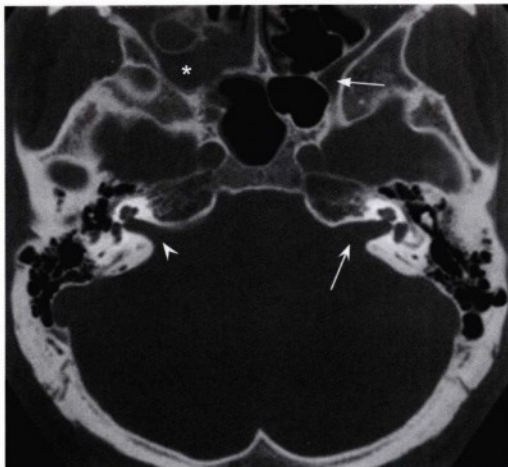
经相似层面的轴位CT骨窗显示由于前庭施万细胞瘤，左侧内听道（凹箭头）较右侧（无尾箭头）扩大并存在平滑的骨性重建。右侧翼腭窝（星号）同样扩大，同时可见右侧鼻腔后外侧存在一异常的软组织病变，符合青年期鼻咽血管纤维瘤。在眶下裂及圆孔水平，左侧翼腭窝（直箭头）上部形态正常。前庭施万细胞瘤为该患者在行青年期鼻咽血管纤维瘤术前检查时的偶然发现。
